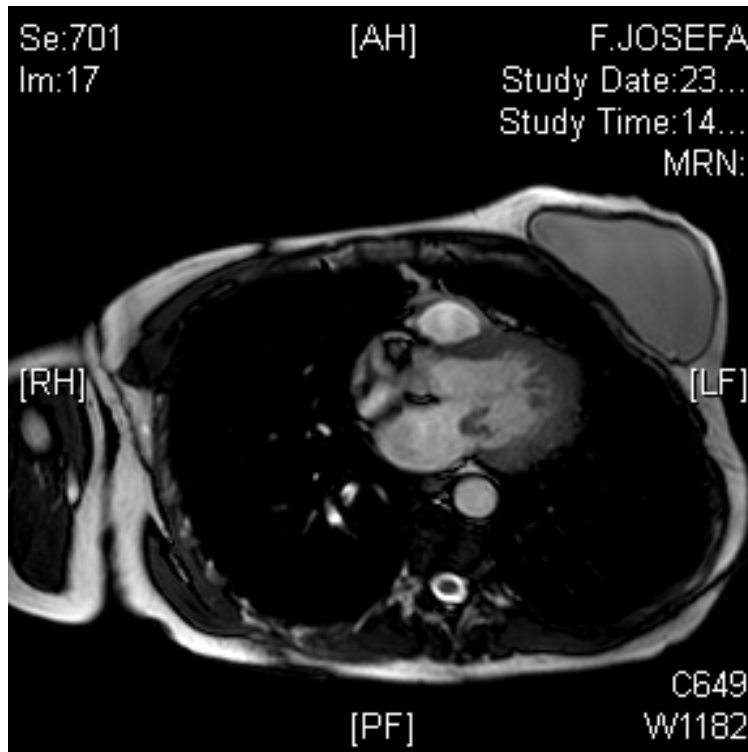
Resonancia magnética cardíaca
